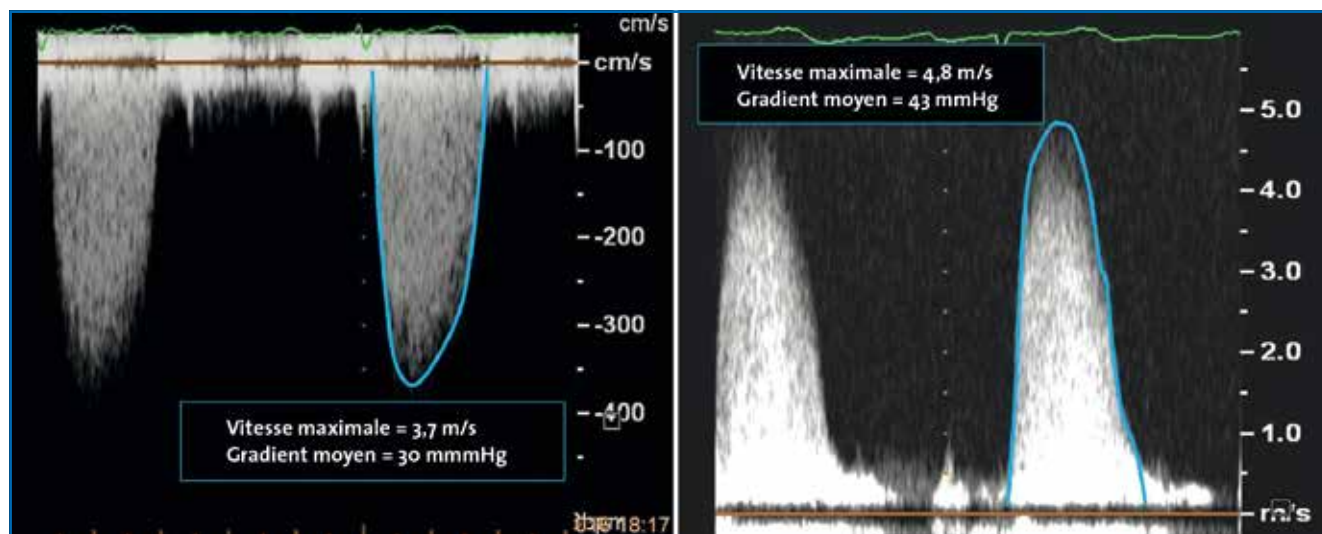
Flux aortique enregistré chez un patient porteur d'une sténose aortique sévère (surface estimée à 0,8 cm² soit 0,42 cm²/m²). L'utilisation de la sonde couplée par voie apicale 5 cavités (à gauche) sous-estime nettement le gradient transvalvulaire. La sonde crayon par voie parasternale droite (à droite) permet d'obtenir la mesure réelle du gradient ; cette dernière mesure concorde parfaitement avec la surface fonctionnelle aortique.
